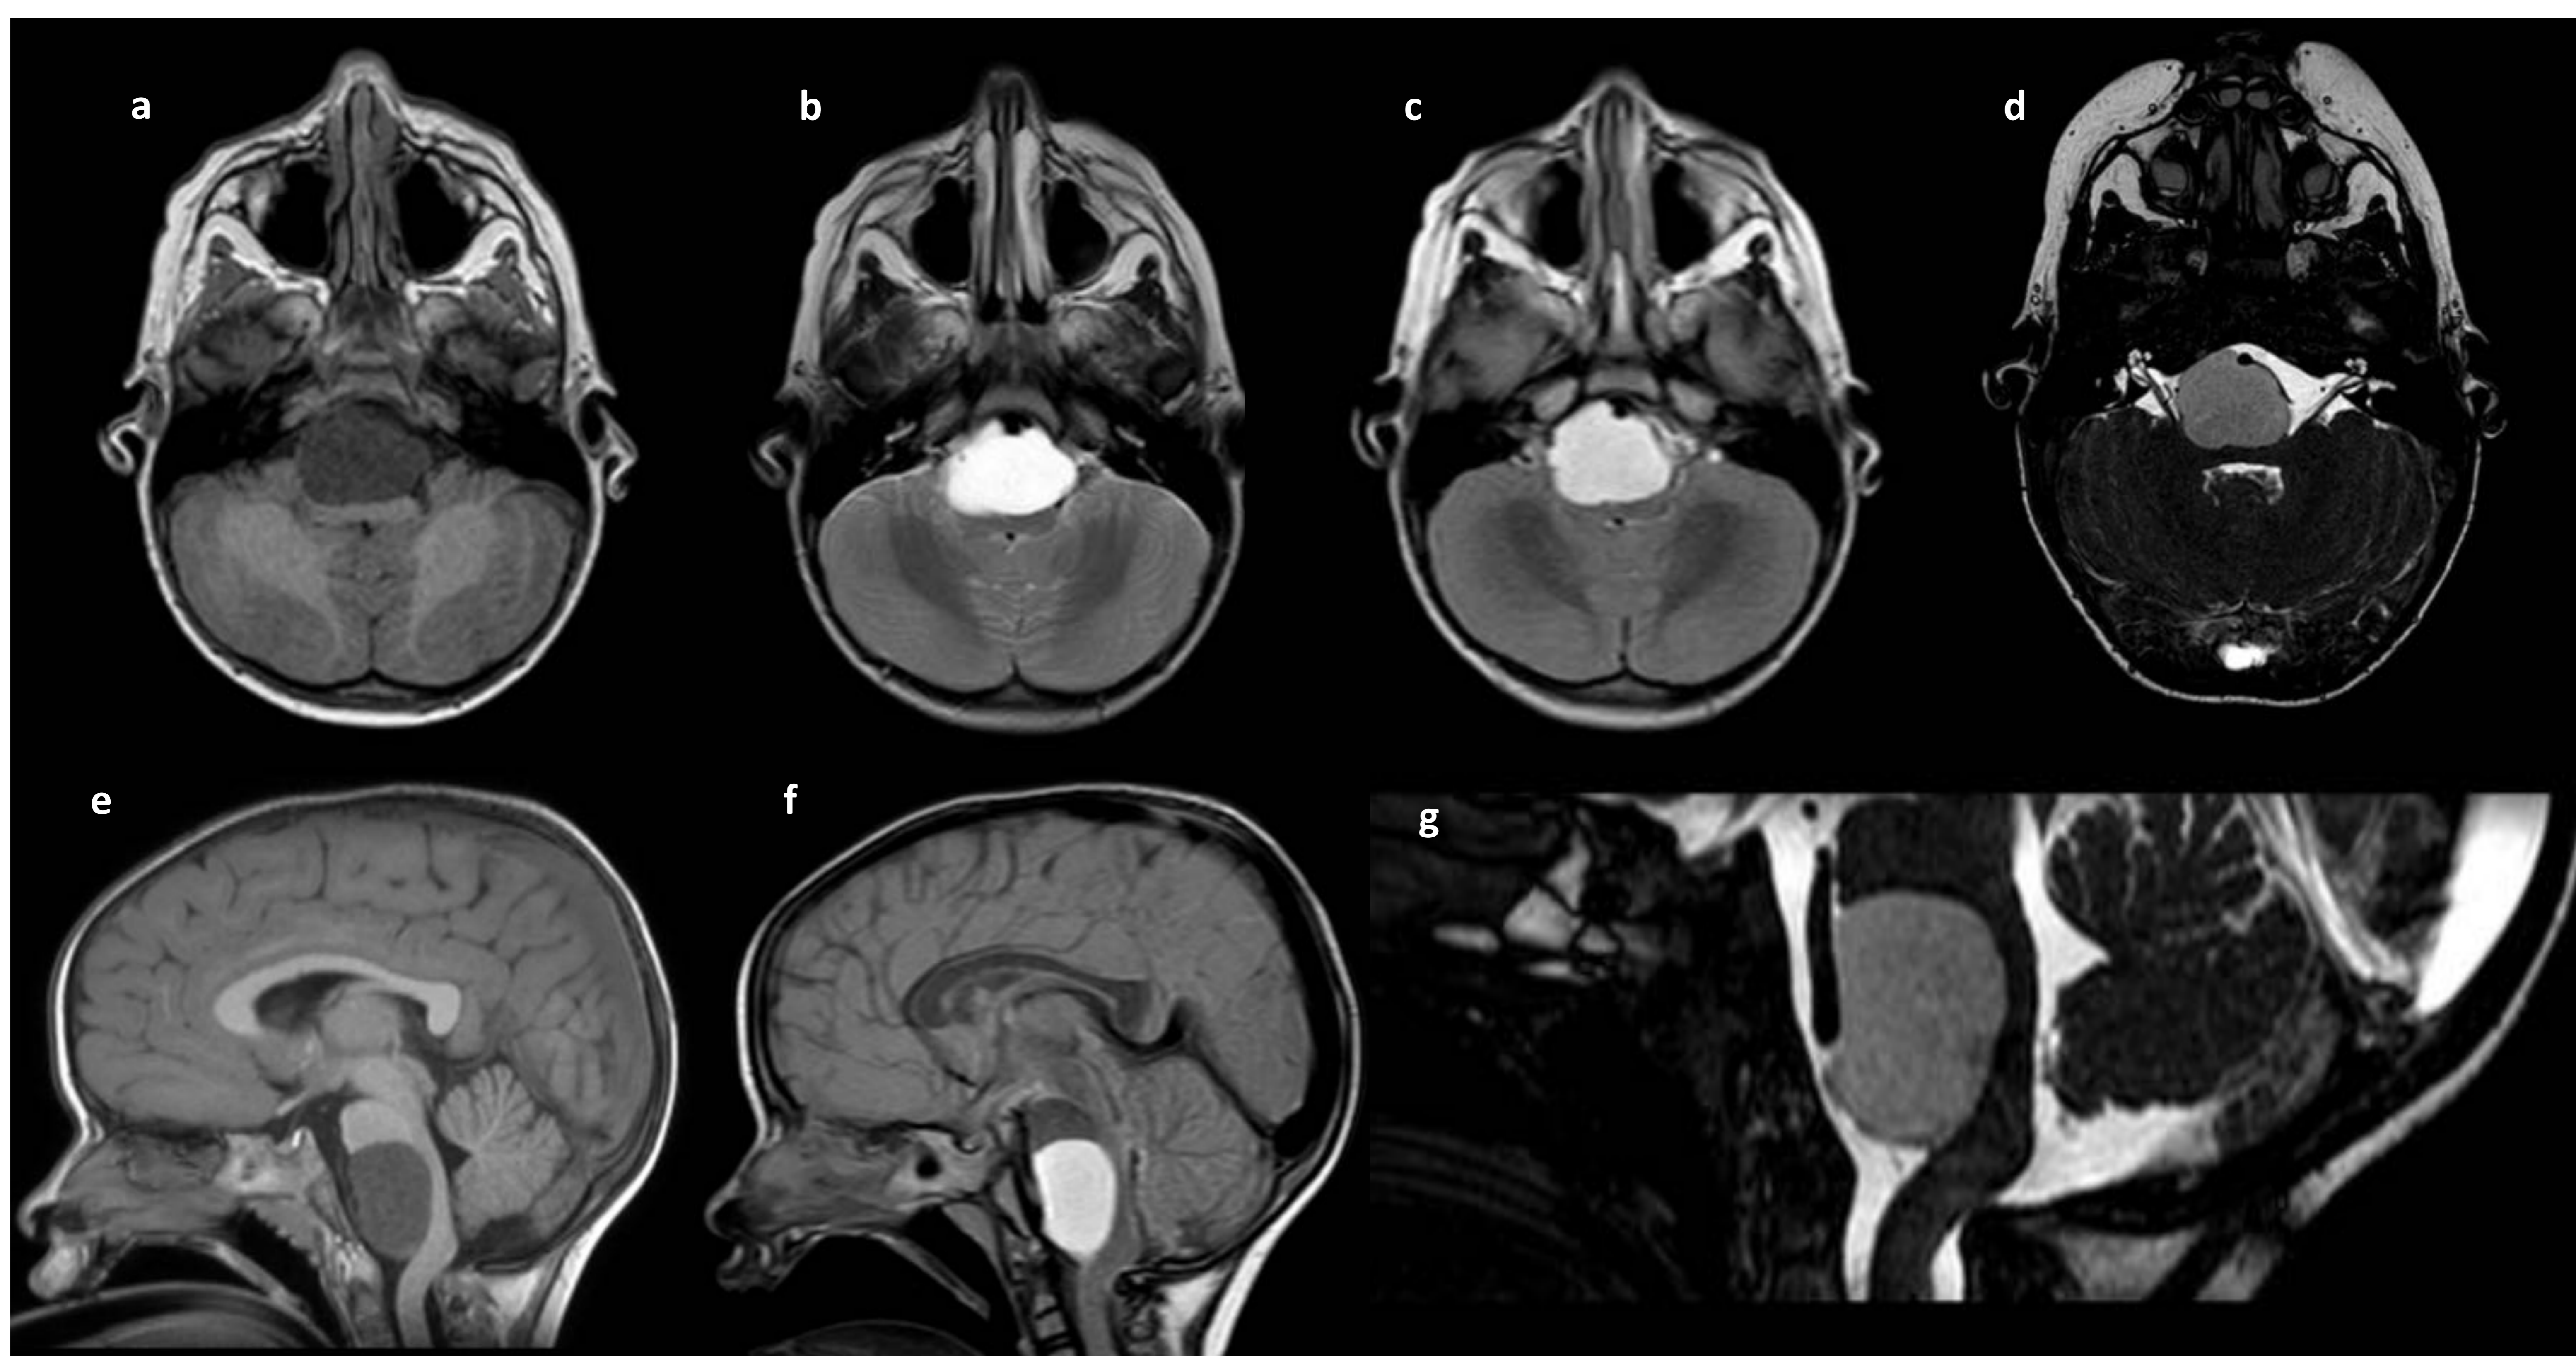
Cortes axiales de RM en T1 (a), T2 (b), FLAIR (c) y T2 CISS (d), y cortes sagitales de RM en T1 (e), FLAIR (f) y T2 CISS (g). Se evidencia una lesión extra-axial y bien delimitada localizada en la cisterna prepontina/prebulbar, que presenta una señal intermedia en T1 e hiperintensa en T2 y FLAIR. No presentaba restricción de la difusión ni realce tras la administración de contraste iv. La lesión provoca un importante efecto de masa sobre la unión bulbomedular, que está desplazada posteriormente. Se confirmó histológicamente el diagnóstico de quiste neuroentérico.
